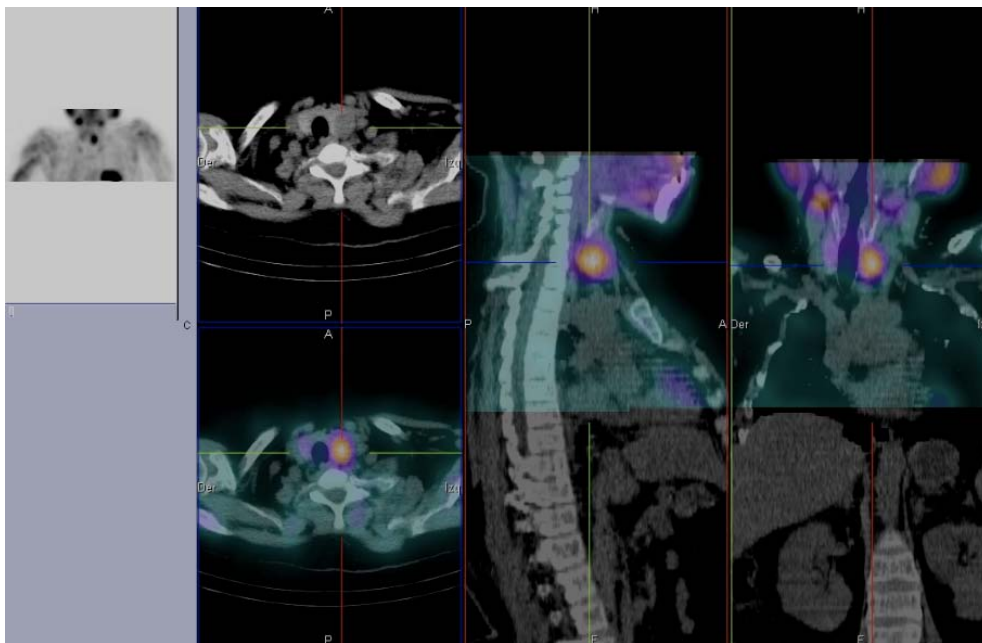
Carcinoma paratiroideo. Imagen planar anteroposterior, SPECT/CT fusión con Sestamibi Tc99 axial, sagital y coronal en fase tardía CT axial del cuello Imagen nodular hipercaptante en fase tardía dependiente del tercio medio del lóbulo tiroideo izquierdo que corresponde a lesión paratiroidea intratiroidea izquierda
